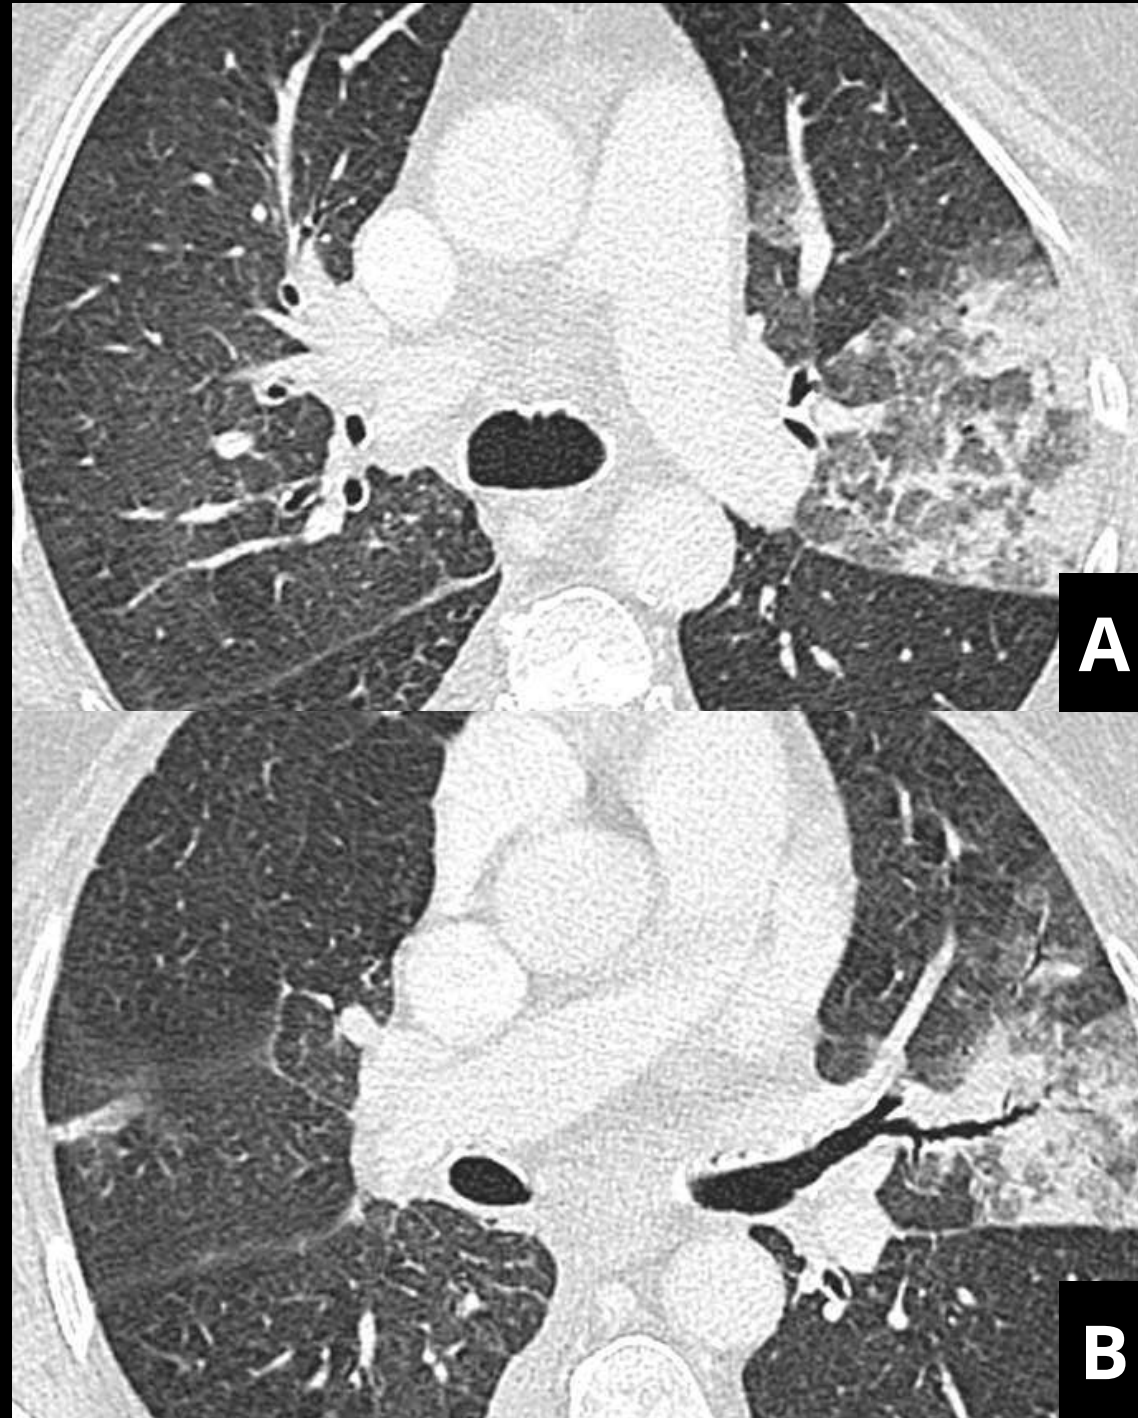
Paciente con antecedente de LNH en recaída, que en PET-TC muestra una consolidación con captación en LSI. En TC se observa una consolidación extensa con vidrio deslustrado asociado. Se sugirió progresión de la enfermedad de base, pero se obtuvieron resultados positivos para *Legionella pneumophila*, y al administrar tratamiento antibiótico dirigido se produjo una mejoría del cuadro, con resolución de los hallazgos.
